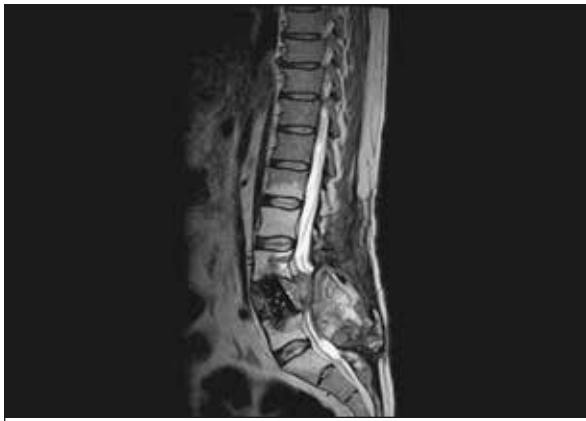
RMN a mostrar volumoso tumor bainhas nervosas com obliteração marcada do canal raquidiano a nível de L4. Figura 1. RMN a mostrar volumoso tumor bainhas nervosas com obliteração marcada do canal raquidiano a nível de L4.
